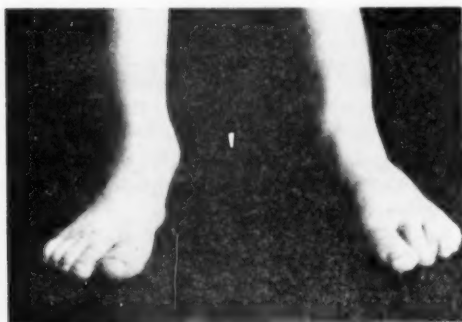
Fotografía post-operatoria del mismo enfermo de las radiografías de las Fig. N° 4 y 5.
